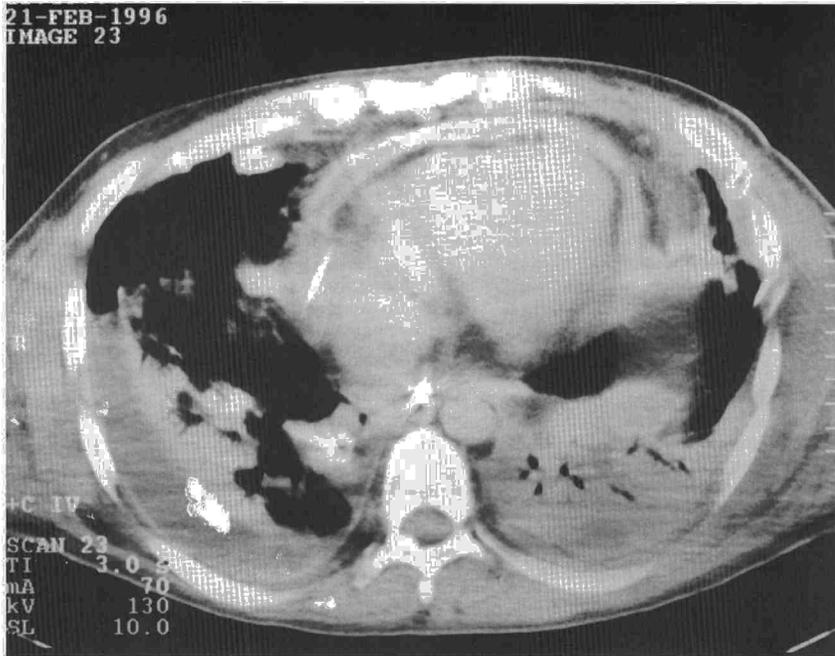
Tomografía axial del paciente al que se realizó una traqueostomía. Pueden apreciarse signos de neumonía, derrame pleural y pericárdico (este último drenado con un catéter).
